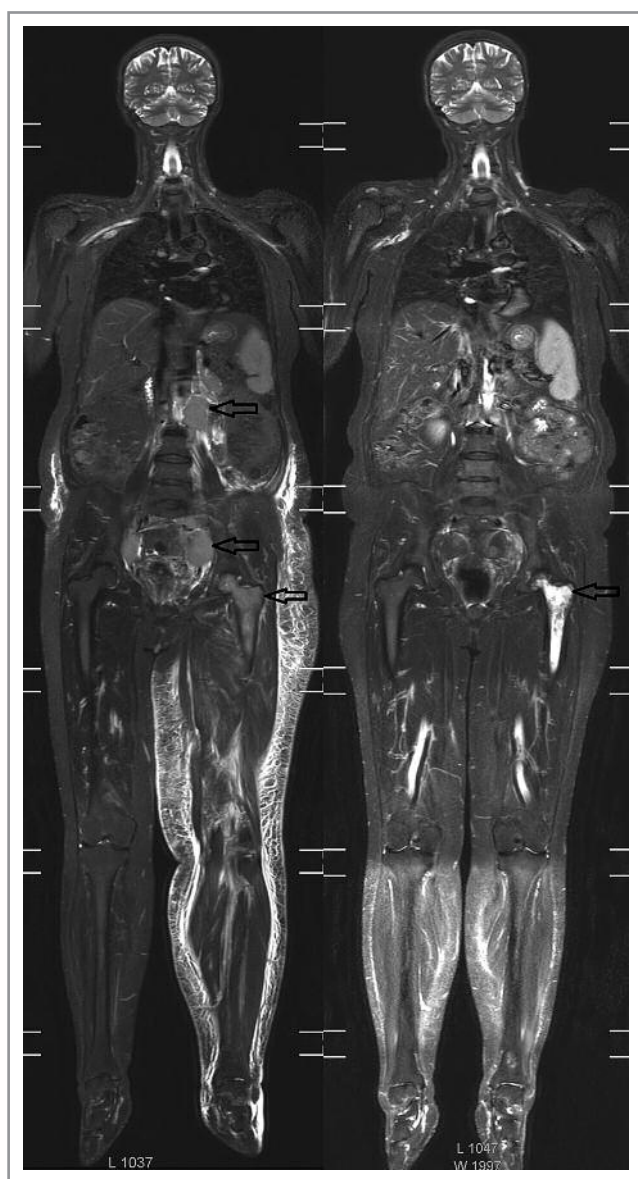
Диффузионно-взвешенные изображения (импульсная последовательность, STIR) методом МРТ-ДВИ-ВТ больной ФЛ до (слева) и после (справа) проведения 4 курсов ПХТ. Стрелками указаны конгломераты увеличенных лимфатических узлов и инфильтрация костного мозга проксимальной части левой бедренной кости. После 4 курсов ПХТ определяются регресс конгломератов лимфатических узлов и патоморфоз костного мозга левой бедренной кости (также отмечается регресс отека подкожно-жировой клетчатки левой нижней конечности).
